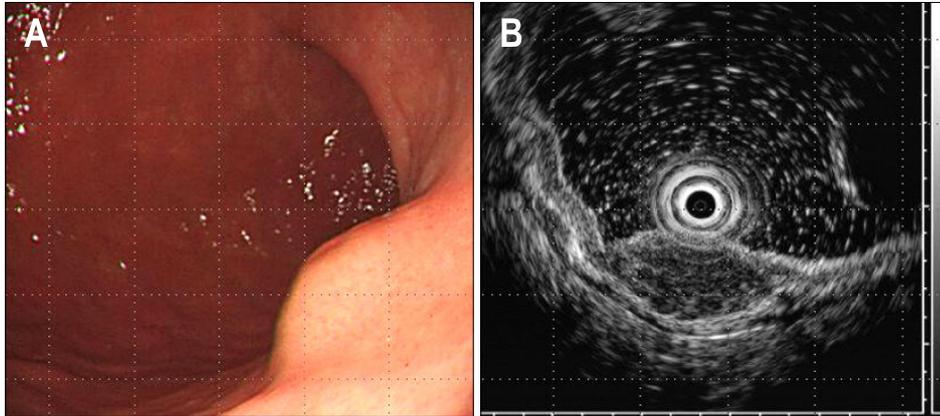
(A) Endoscopic findings. A prominently elevated submucosal tumor-like lesion covered with normal mucosa was seen on the posterior wall of lower body. (B) Endoscopic ultrasonographic finding. An about 1.1×0.6 cm, hypoechoic lesion with latticework structure was seen in the deep mucosal and superficial submucosal layer.
